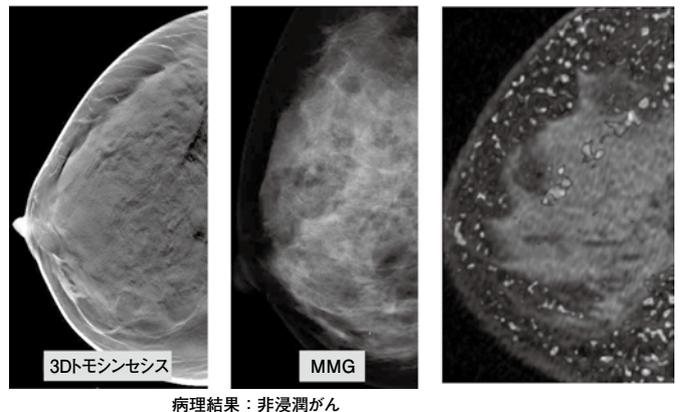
CASE④ 造影MRIでのみ検出された病変
